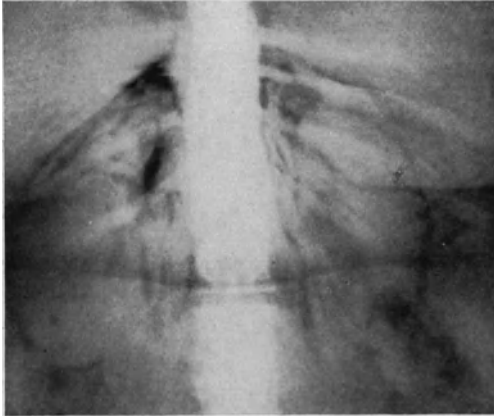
Kontrastdarstellung der Nieren und Nebennieren mittels Lufteinblasung in das perirenale Gewebe. [Nach CAHILL und Mitarbeiter; Surg. etc. 62 (1936),] Fall 7. 20jähriges Mädchen mit Fettsucht, Hypertonie und Hirsutismus. Röntgenbefund: Hyperplasie beider Nebennieren. Diagnose schwankend zwischen basophilem Hypophysenadenom und bilateraler Nebennierenhyperplasie.
